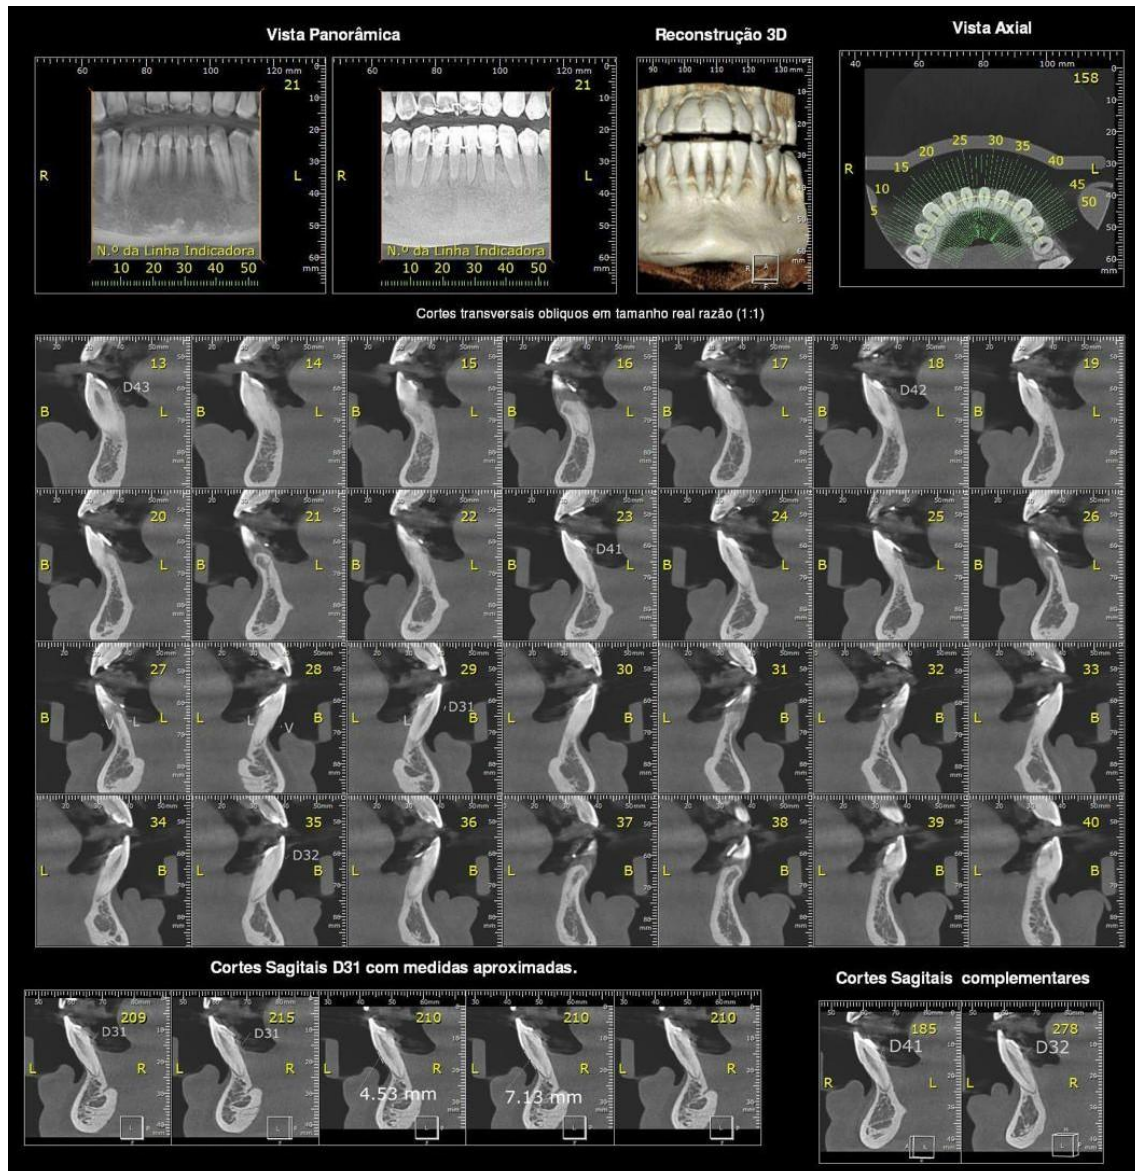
Tomografia computadorizada *Cone Beam*.
